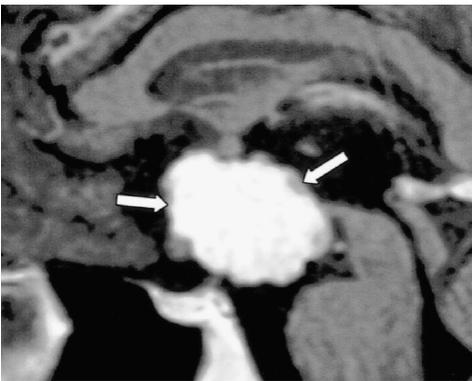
Resonancia magnética contrastada, imagen T1 sagital. Craneofaringioma. Se observa una masa sólida correspondiente al tumor (flechas), ubicado en el área supraselar y en el hipotálamo. Tomado de Shin y colaboradores [78].
